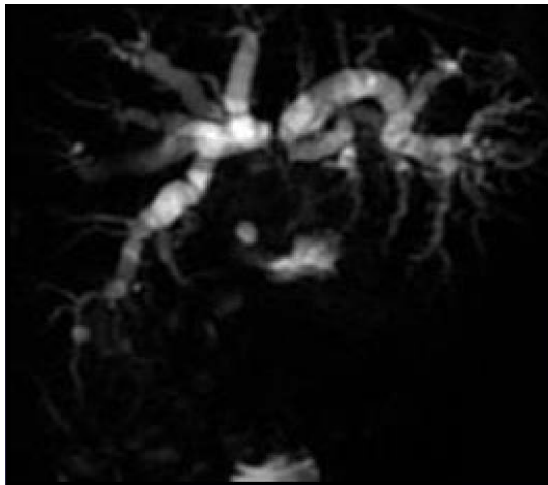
Bili-IRM en coupe coronale oblique: Importante dilatation VBIH avec non union des canaux hépatiques droit et gauche et amputation du tiers supérieur de la VBP[148]
